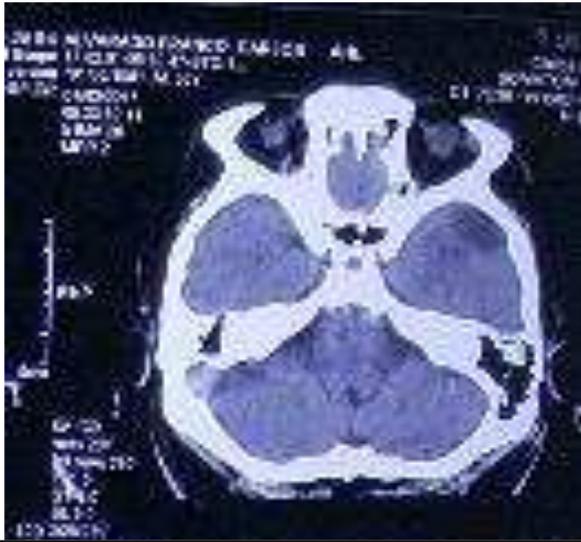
Figura #1. TC simple cortes axiales desde la base a la convexidad, donde se observa cerebelo, lóbulos temporales del parénquima cerebral.
